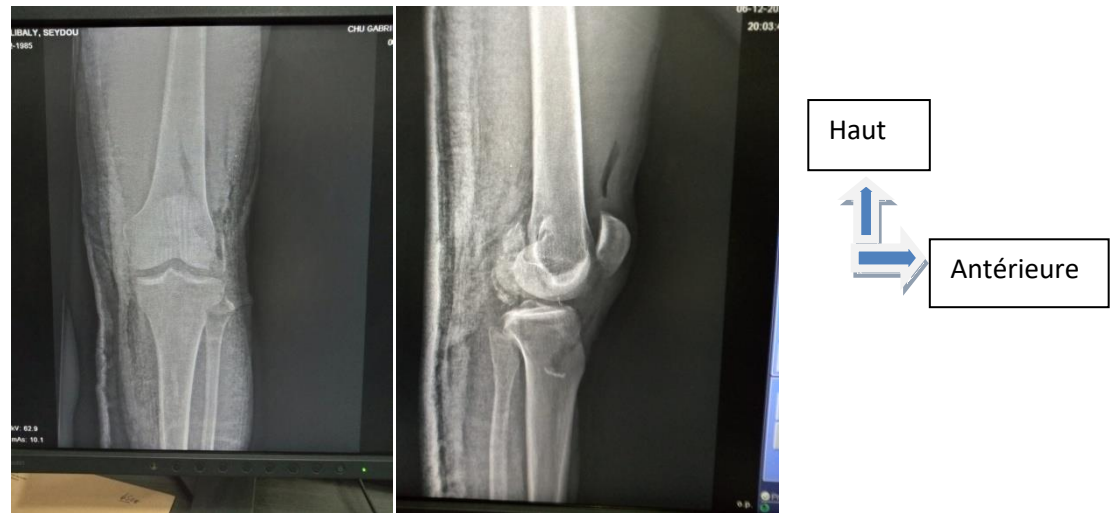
Radiographie de contrôle de et profil du genou gauche réalisée après la réduction de la luxation du (fig24)
